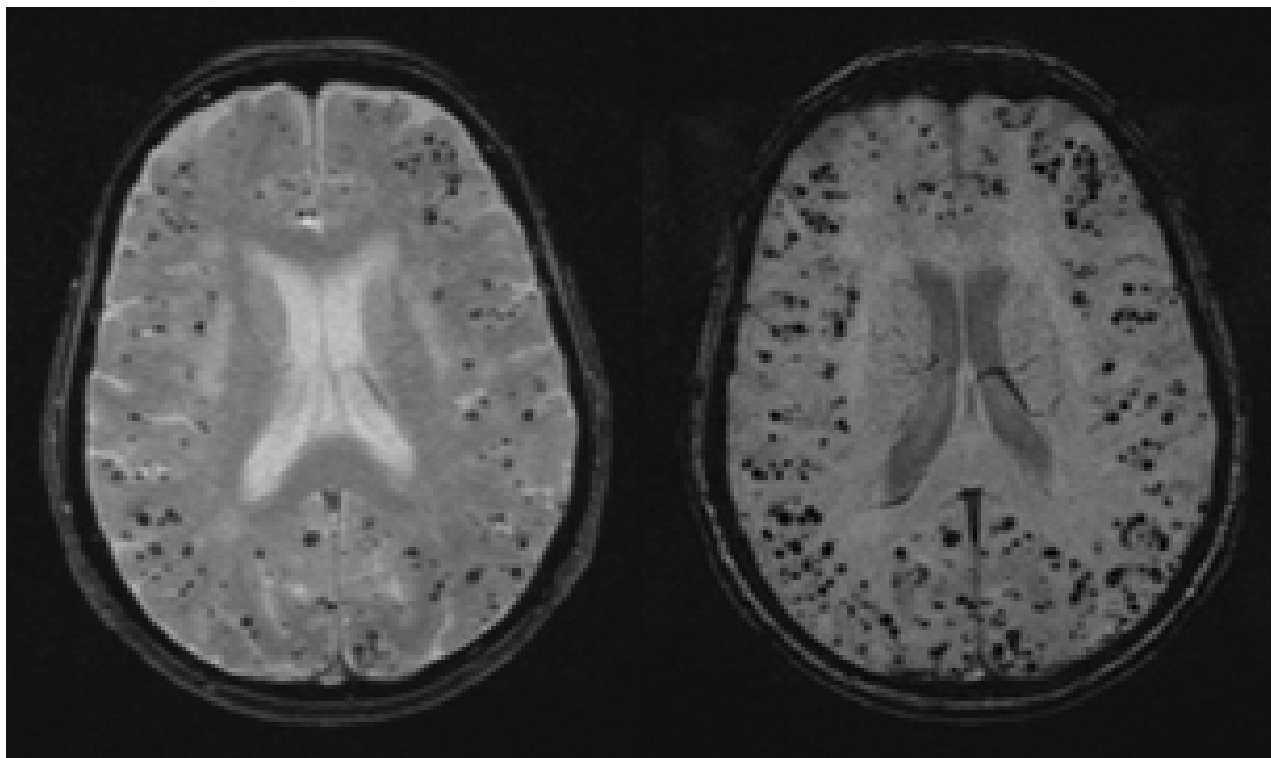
Mulher com 80 anos de idade e diversos focos pontuados de hipointensidade (pontos pretos) na sequência de ressonância nuclear magnética (RNM) por ecogradiente (GRE) (esquerda), sugerindo diversos microsangramentos lobares causados por angiopatia amiloide cerebral. Sequência (direita) de imagens de RNM por susceptibilidade ponderada demonstra diversos microsangramentos adicionais não observados na sequência GRE
